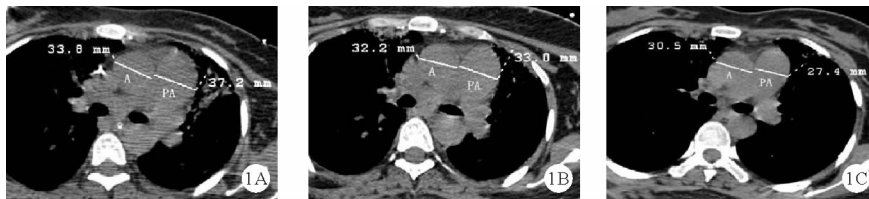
患者不同时间胸部 CT 检查纵隔窗中 PA 和 A 直径比较(A:2020 年 3 月 1 日,PA 直径/A 直径为 1.10;B:2020 年 3 月 11 日,PA 直径/A 直径为 1.02;C:2020 年 3 月 23 日,PA 直径/A 直径为 0.90)
